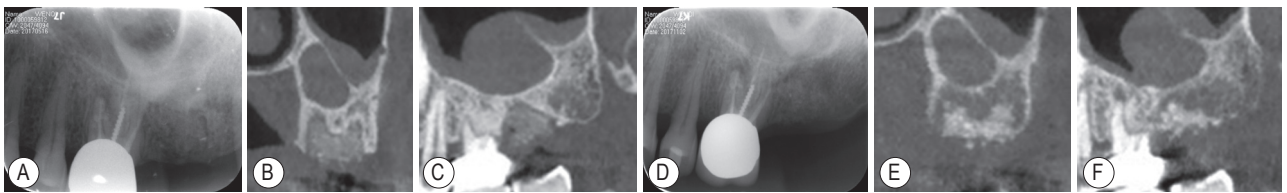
27拔牙位点保存术后即刻与术后6个月放射线检查 A~C为术后即刻, A: 根尖放射线片; B: CBCT冠状面; C: CBCT矢状面; D~F为术后6个月, D: 根尖放射线片; E: CBCT冠状面; F: CBCT矢状面
